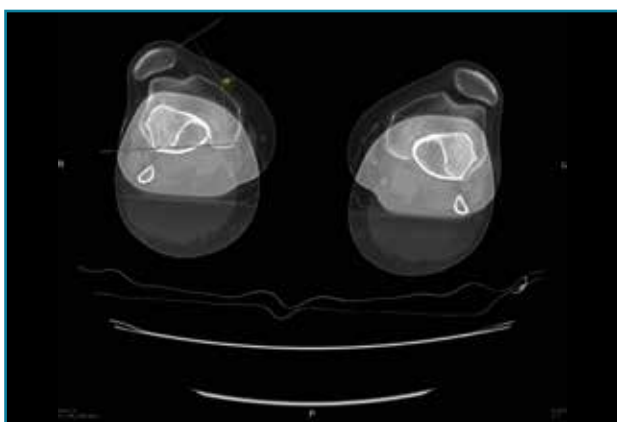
Corte axial de tomografía axial computarizada con superposición de imágenes con rótula y parte posterior de cóndilos y tuberosidad tibial anterior, que nos permite medir el tilt o balance rotuliano, en condiciones normales hasta 20°.
